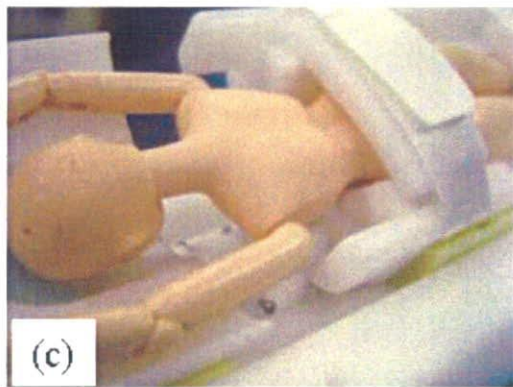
乳腺 MRI 診断及び放射線治療用固定具実物大模型
